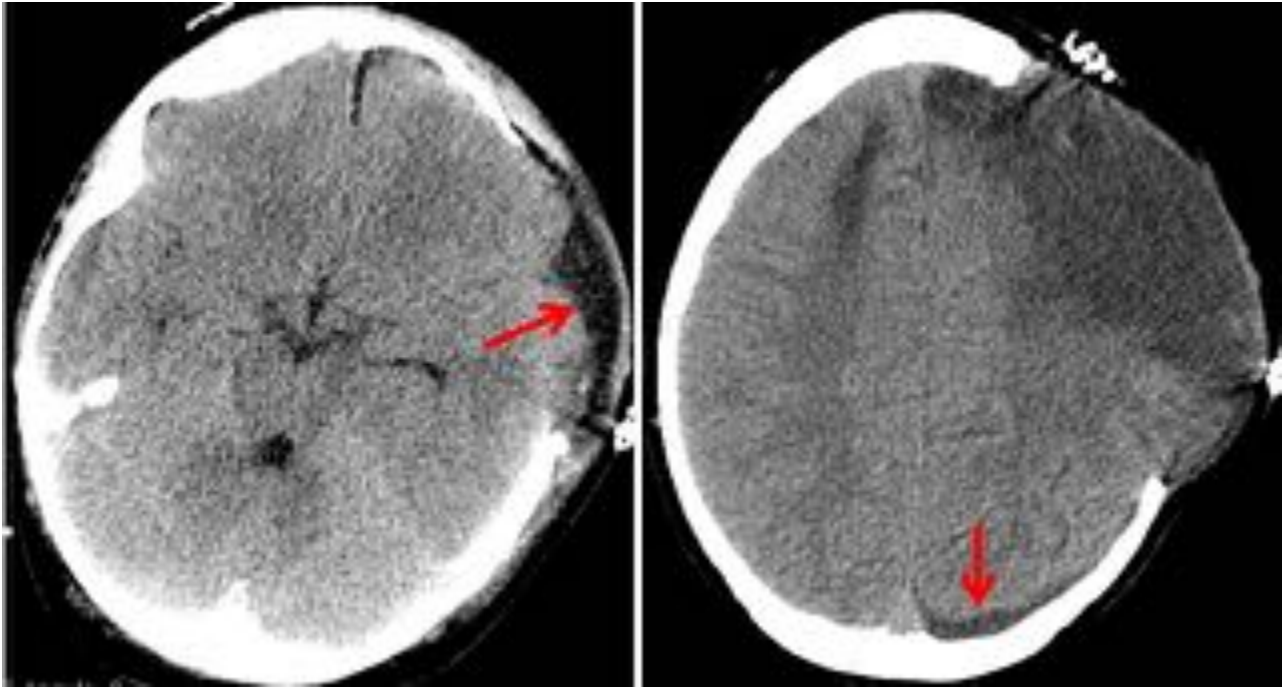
TC de cráneo: paciente de 12 años con TCE grave y CD frontoparietal izquierda. Colecciones extraaxiales ipsilaterales tras CD (flechas).
